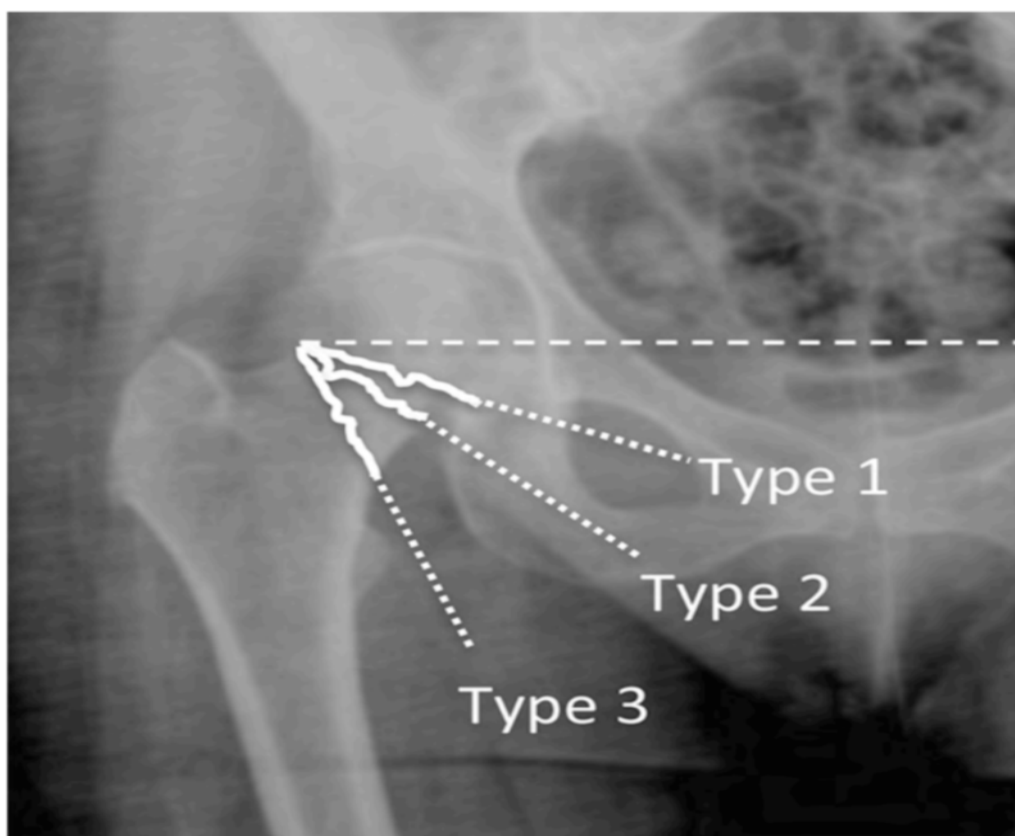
Classification de Pauwels. L'angle entre le trait de fracture et l'horizontale sur une radiographie de bassin de face, reflète le degré de stabilité de la fracture dans le plan frontal. Plus le trait est vertical moins la fracture est stable[54].
